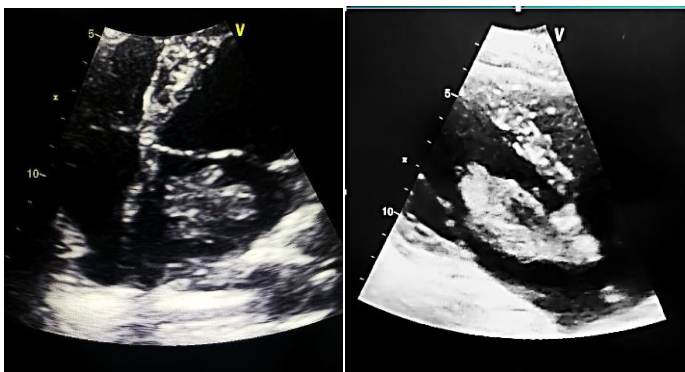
Ecocardiograma: Se observa masa pediculada en AI en corte plano paraesternal eje largo y eje 4 cámaras
